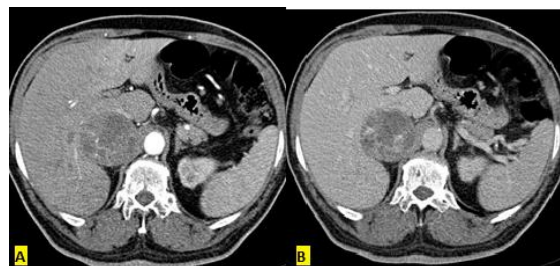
A - Tomografia computadorizada de abdome com contraste (fase arterial): Hipervascularização intralesional em massa na topografia de adrenal direita. B - Tomografia computadorizada de abdome (fase portal): Realce heterogêneo da massa com áreas de necrose no seu interior.
